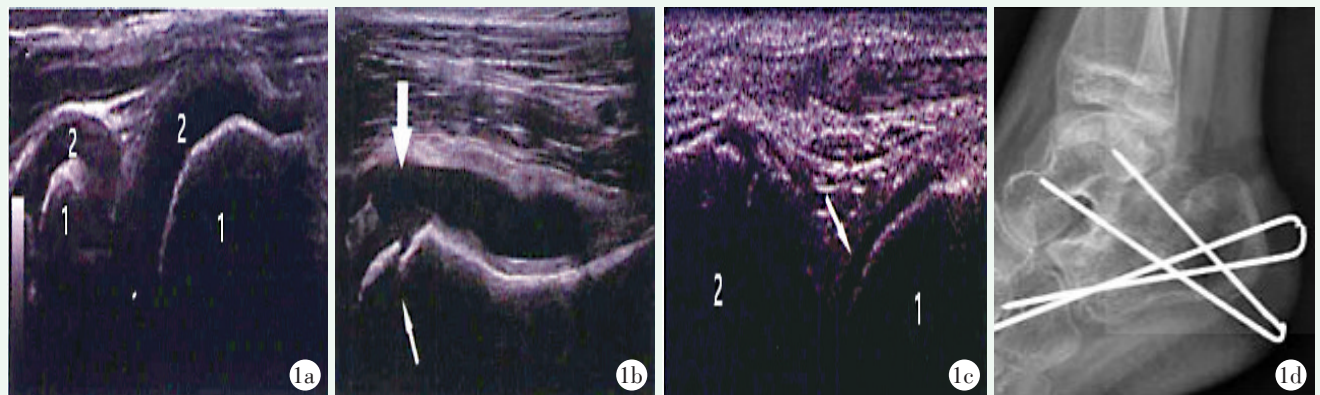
患儿男性，6 岁，右跟骨 Sanders II 型骨折，行超声引导下闭合撬拨复位克氏针内固定治疗。1a: 术前超声探查可见外侧关节面塌陷：1 为骨化中心；2 为未骨化关节面下软骨；1b: 超声引导下撬拨复位后，关节软骨及骨化中心复位均满意；粗箭头示关节软骨复位，细箭头示骨化中心复位；1c: 经距骨软骨对跟骨内侧关节面超声探查，可见内侧关节面完整。1 为跟骨内侧骨化中心，2 为距骨软骨，箭头示关节软骨；1d: 术后 6 周复查 X 线片，可见骨折愈合好。
